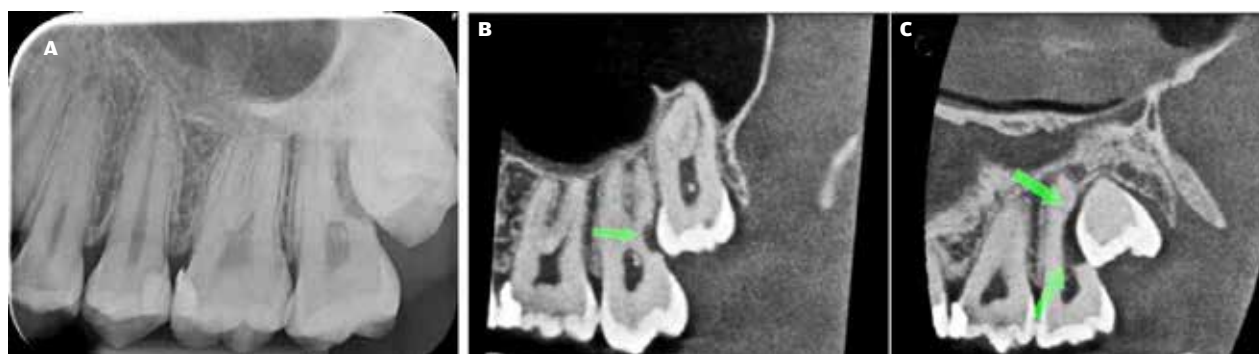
Eksempel på maksillær 3.-molar, der har forårsaget ekstern resorption af 2.-molaren. A. Periapikalt røntgenbillede, hvor +8 overlæjrer +7. Her kan man være i tvivl, om der er ekstern resorption af +7, eller om det er udvidet perikoronarrum omkring kronen +8, der overprojicerer rodkomplekset. B. CBCT-snit i sagittalplanet, der viser ekstern resorption af den distofaciale rod (pil) +7. C. CBCT-snit i sagittalplanet, der viser ekstern resorption af den palatinale rod +7 (pil).
